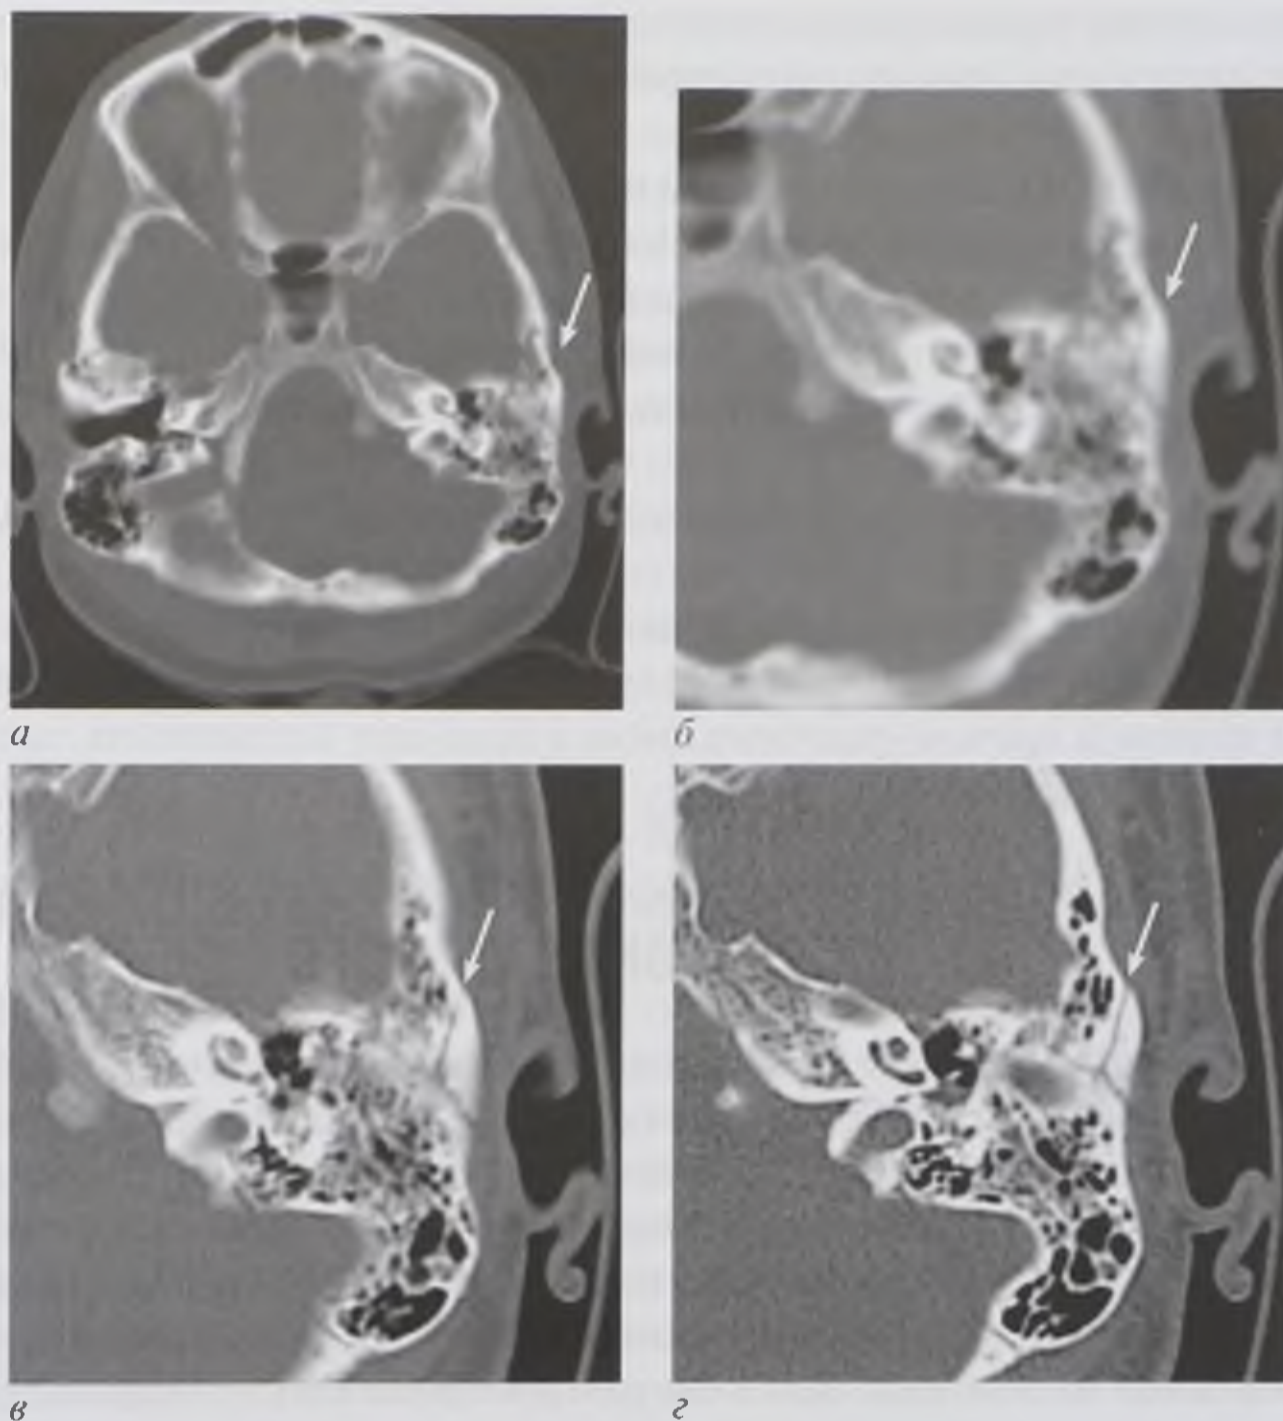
Компьютерные томограммы основания черепа на уровне пирамид височных костей, выполненные при различных параметрах реконструкции изображения: *а* — большая зона интереса; стандартный фильтр реконструкции; *б* — увеличение части предыдущего изображения; *в* — прицельная реконструкция со стандартным фильтром реконструкции; *г* — прицельная реконструкция с фильтром реконструкции высокого разрешения (стрелками указаны линии перелома пирамиды височной кости)
